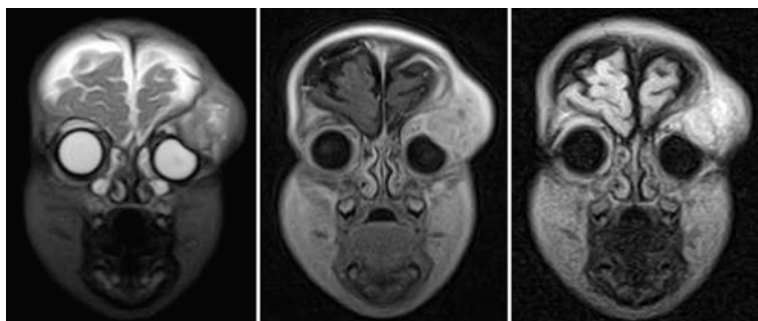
Même patient. IRM : signal intermédiaire en T2 ; forte prise de contraste tissulaire après injection de gadolinium.
